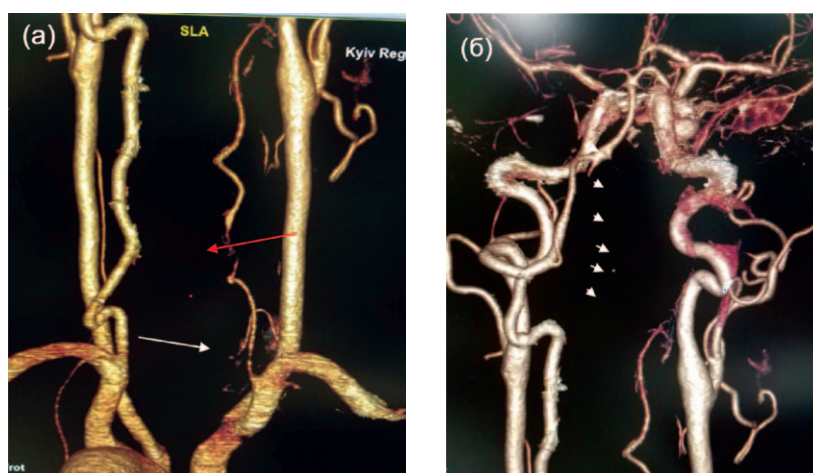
Церебральна КТ-ангіографія: а – зображення сегментів V1, V2, V3, б – облітерація просвіту інтракраніального відділу правої ХА (V4)
